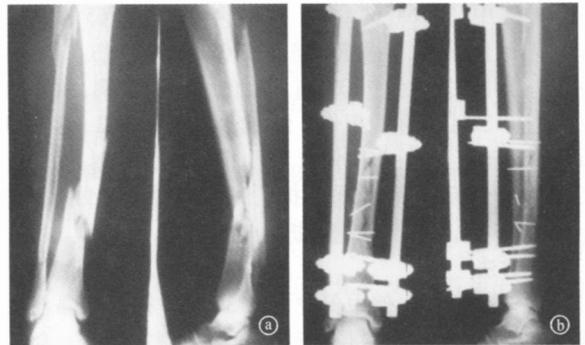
男性患者, 29岁, 交通事故伤致右胫腓骨开放性骨折 (Gustilo IIIA型) ①术前正侧位 X线片 ②有限内固定结合 AO外固定架术后正侧位 X线片
